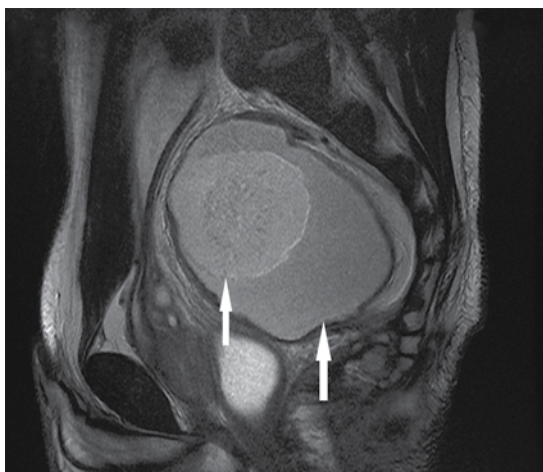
Resonancia magnética nuclear de pelvis: gran tumor presacro con contenido graso en su interior, lo que lo sugiere un tumor germinal tipo teratoma.
